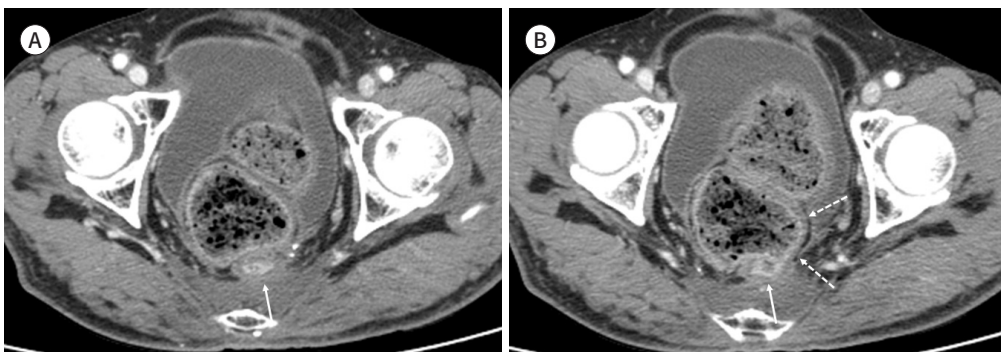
Anastomotic stricture in a 58-year-old female who underwent low anterior resection for rectal cancer. She complained of prolonged constipation and cramping lower abdominal pain after the surgery. A, B. On postoperative axial CT scan performed 6 years after surgery, there is a focal narrowing of the colon at the anastomotic site (arrows) and distension of the proximal colon with diffuse fecal stasis. Mural wall thickening of the distended distal colon (dotted arrows), suggesting stercoral colitis, is also identified.
